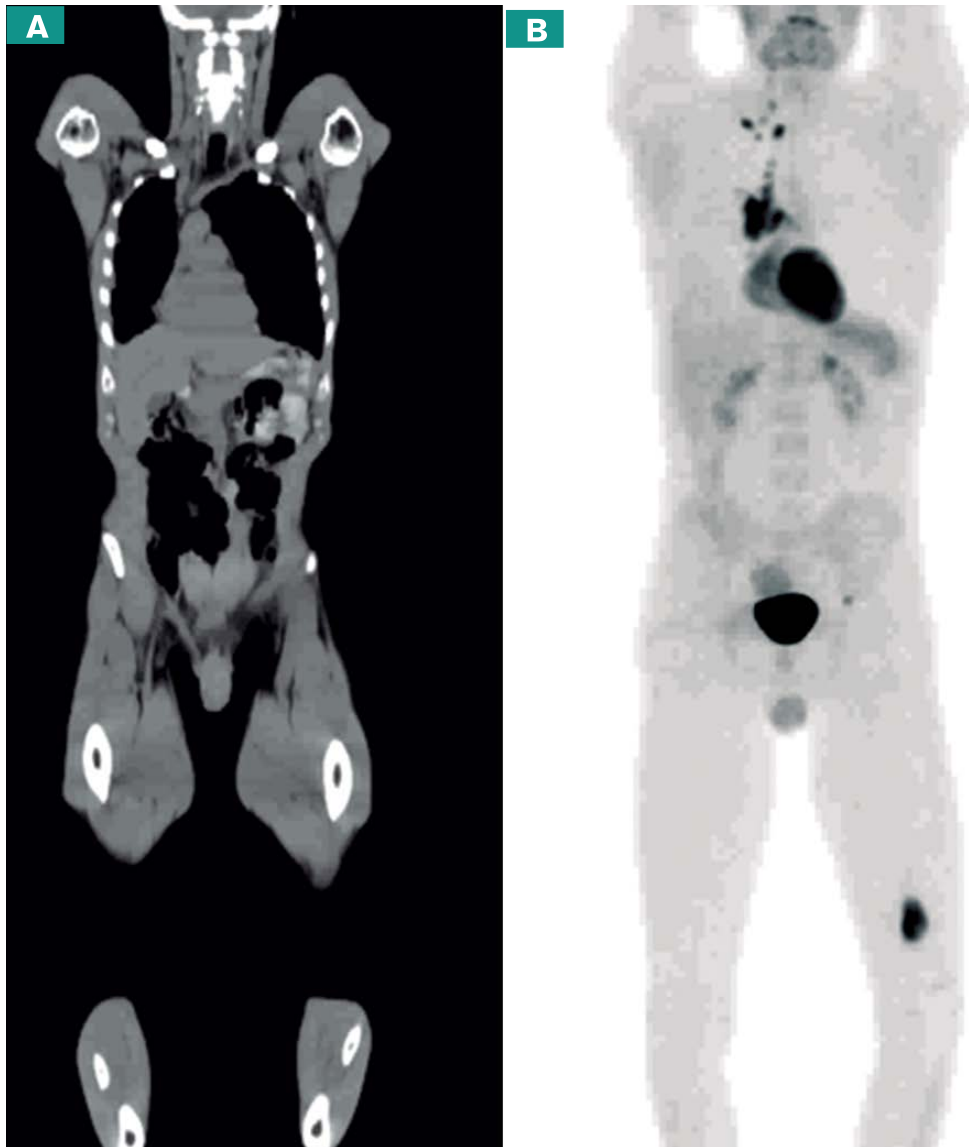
Estudio PET-CT con ¹⁸F-FDG para estadificación de un paciente con cáncer de pulmón. A. Imagen coronal tomográfica parte del estudio PET-CT. B. El mismo corte coronal de la imagen de PET. Interpretación: además de la lesión primaria hilar pulmonar derecha, en la imagen PET se logra reconocer actividad metabólica tumoral en algunos ganglios, menores a 8 mm, en el lado derecho de la base del cuello. De igual forma, se identificaron dos lesiones óseas, una en el iliaco izquierdo y la otra en el fémur izquierdo ipsilateral; las dos lesiones óseas no se representaron con cambios morfológicos en la tomografía. Conclusión: con un solo estudio (PET-CT), se estableció el carcinoma primario de pulmón, se evaluó el mediastino y se detectaron lesiones a distancia. Aunque inicialmente se pensó en una posible etapa II, el estudio PET-CT permitió estadificarlo adecuadamente como etapa IV. Dr. Iván Fabricio Vega González.
